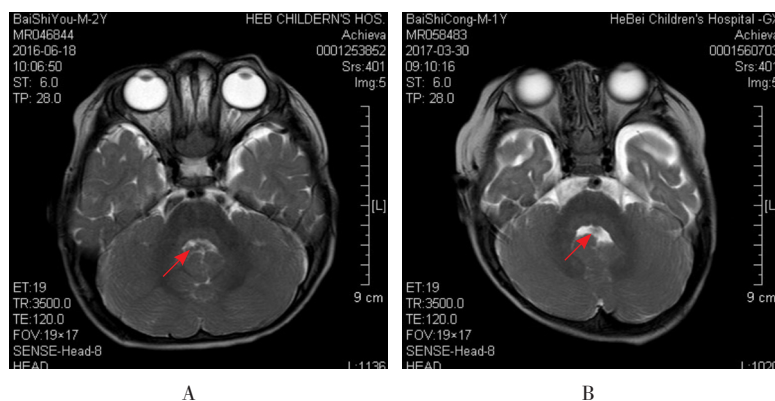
先证者及先证者弟弟头颅MRI表现 A: 先证者; B: 先证者弟弟。箭头所示四脑室上部呈“蝙蝠翼状”。
